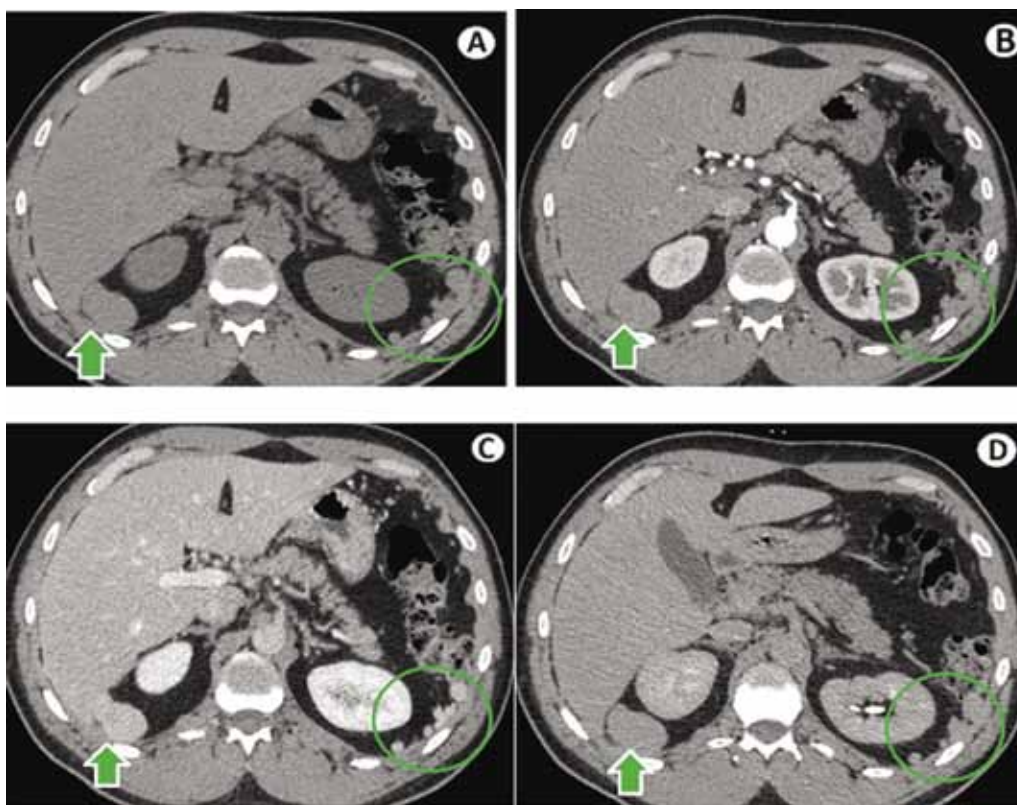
Компьютерная томография в нативную (А), артериальную (В), паренхиматозную (С) и выделительную фазы сканирования. Множественные узловые образования по заднему листку фасции Героты слева (в зеленом круге) и справа (зеленая стрелка).
